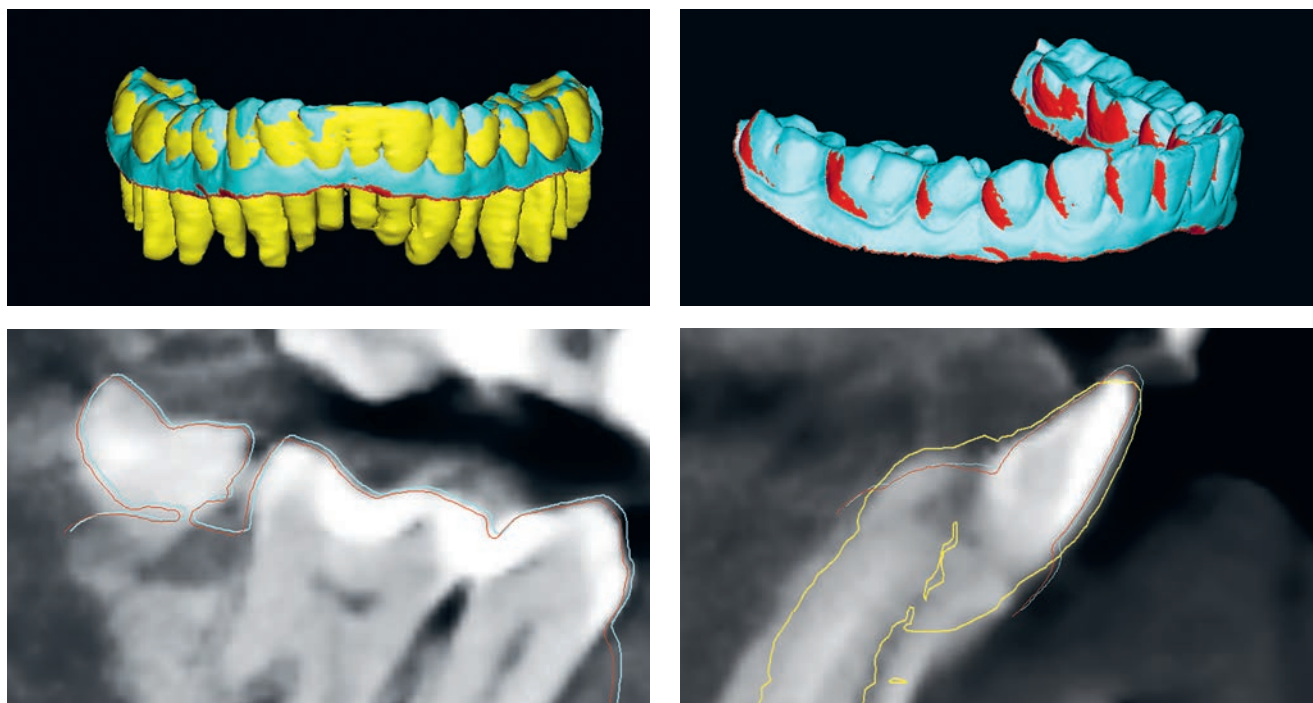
Сравнение методов автоматического позиционирования с предварительным выравниванием трехмерных моделей и выравнивания по выделенным областям на сегментированных моделях из КТ-исследования. Желтый цвет — сегментированная модель из КТ-исследования, голубой цвет — автоматическое совмещение после предварительной ориентации модели, красный цвет — позиционирование модели по выделенной области
